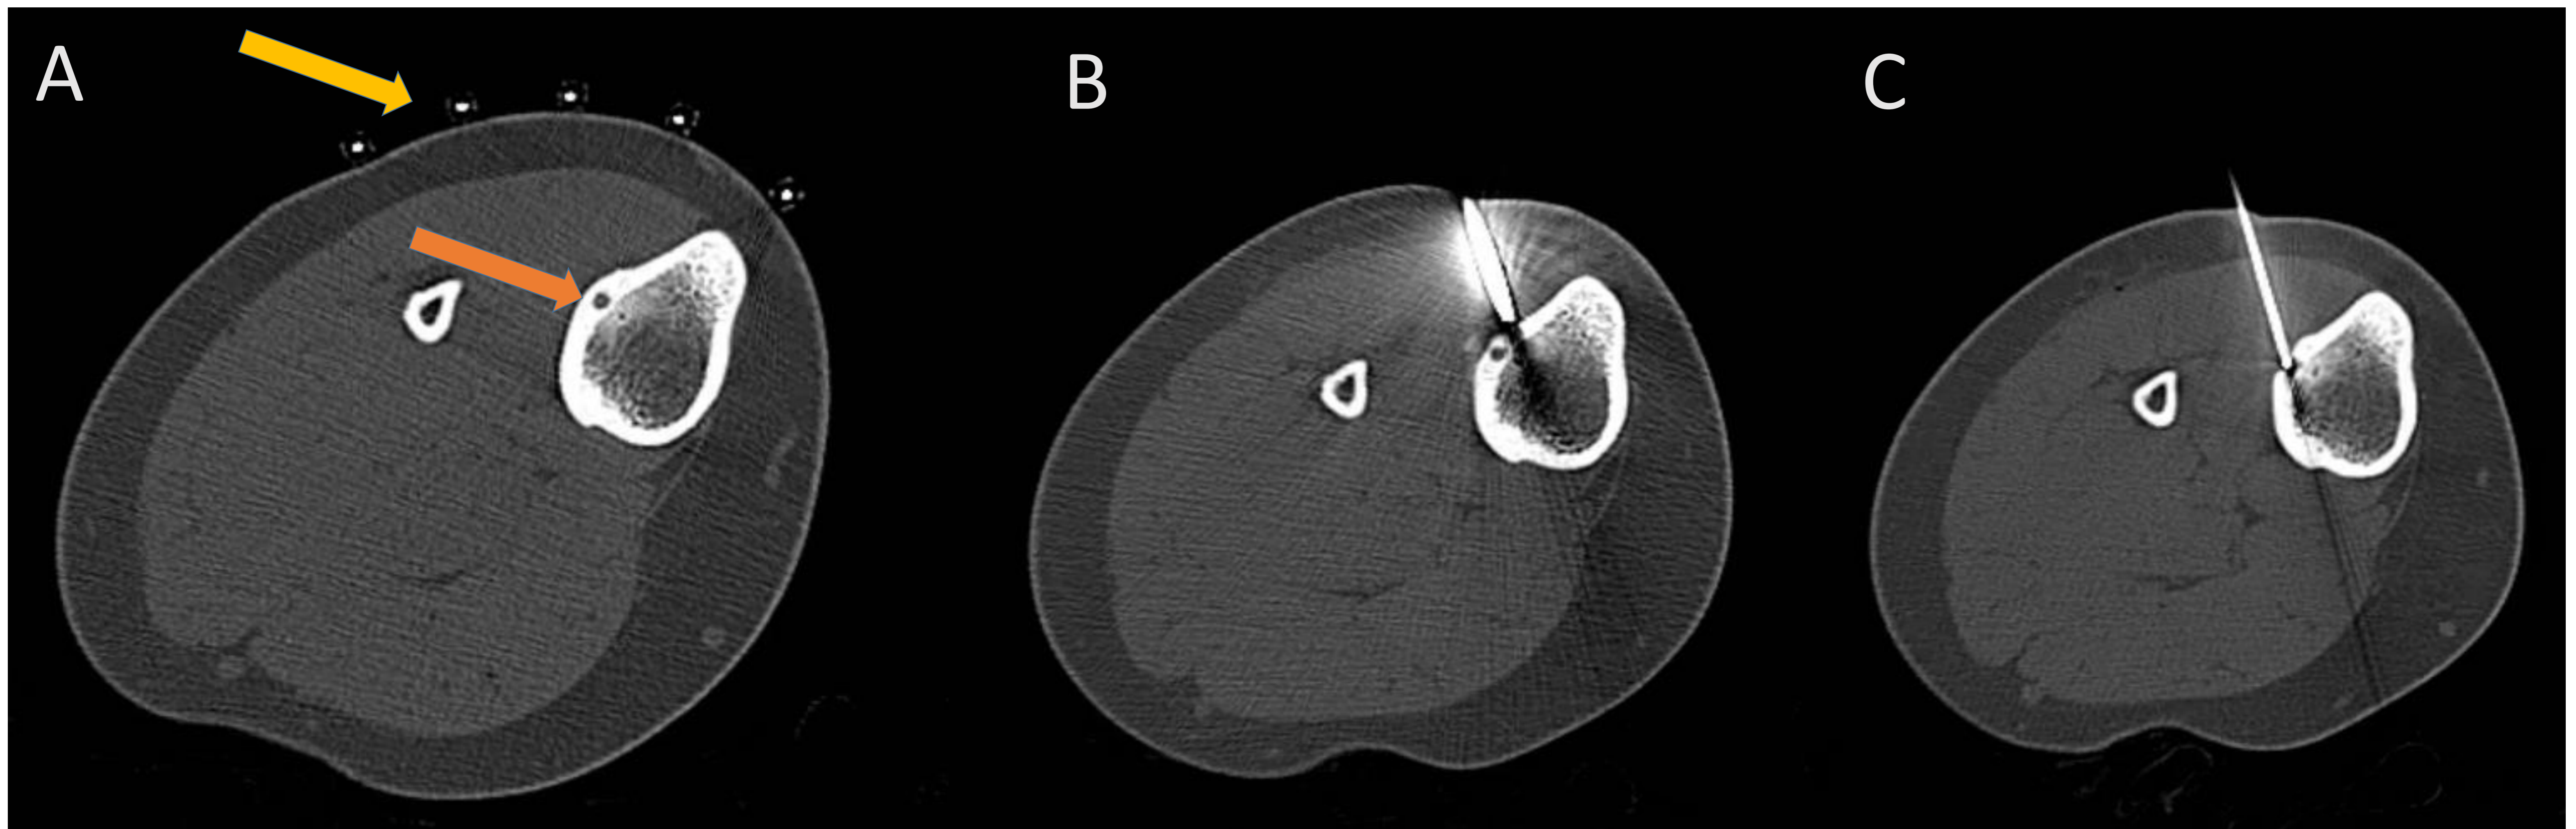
Reconstrucciones axiales de TC con ventana de hueso. (A) Se coloca la rejilla radiopaca (flecha amarilla) en la zona de la superficie corporal que se encuentra a menor distancia en línea recta de la lesión (flecha naranja). (B) Aproximación de la cánula a través de la que se introducirá la aguja de biopsia. La punta de la cánula se sitúa medial a la lesión, por lo que se debe retirar levemente y corregir la dirección antes de volver a avanzar. (C) Imagen obtenida tras la inserción de la cánula y la retirada de la guía interna. Después se avanza la aguja de biopsia por el interior de la cánula. La punta de la aguja de biopsia se encuentra correctamente situada en el seno de la lesión.
